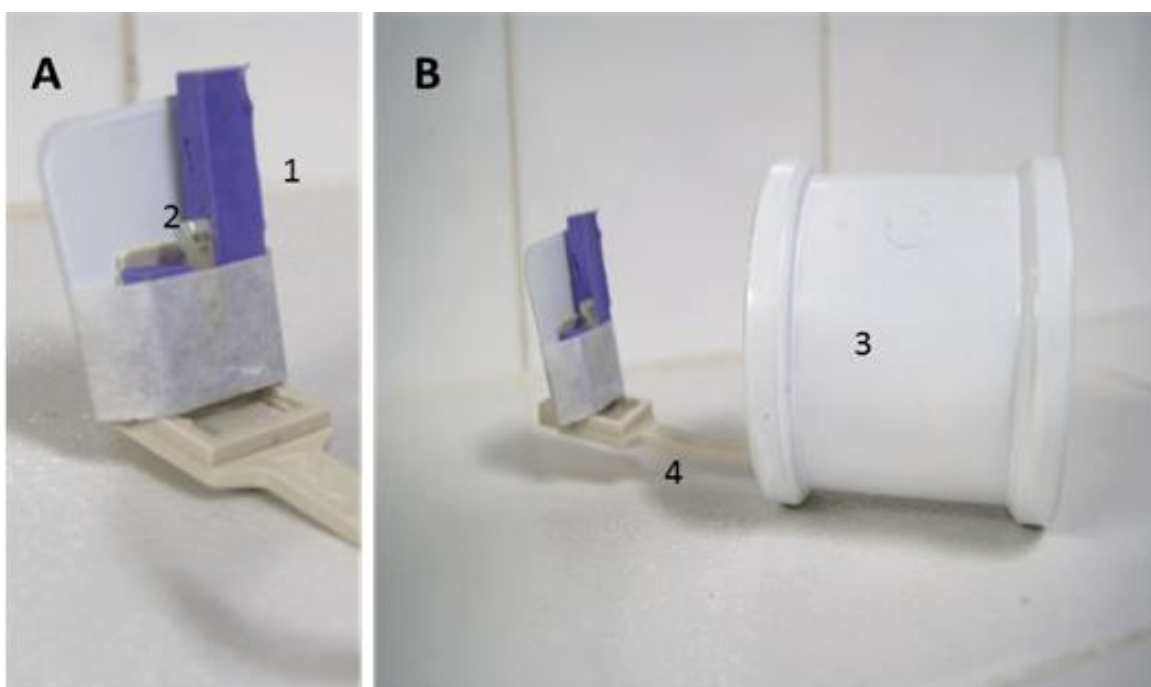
Dispositivo para padronização das radiografias. 1: Material de moldagem para fixação do dente; 2: Dente adaptado na moldagem; 3: Tubo de PVC; 4: Posicionador de radiografia acoplado ao tubo de PVC
